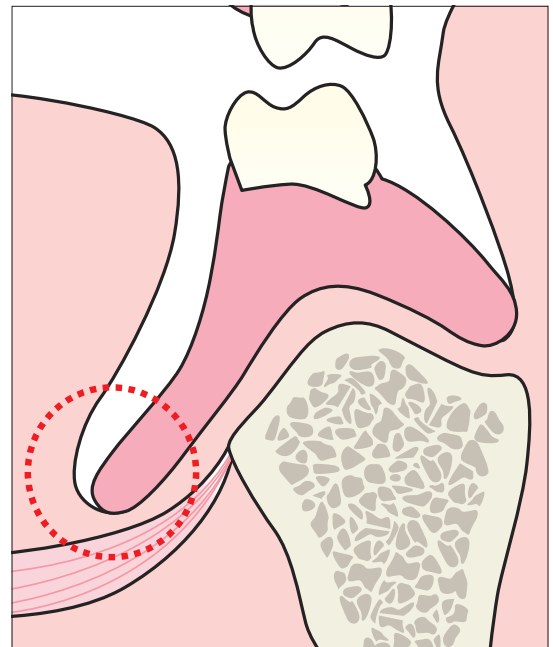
CT 영상에서 설측 상연이 뼈에서 많이 떨어져 있는 것을 확인할 수 있다. 설측 상연은 최소한의 길이와 두께로 억제했으면 좋겠다.
